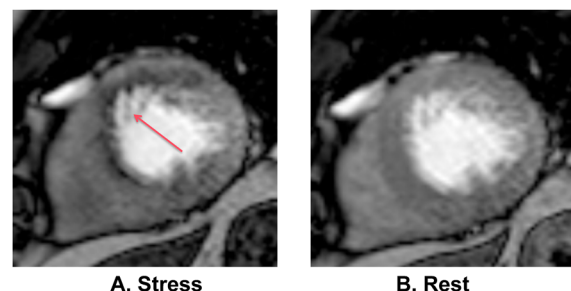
Short axis first pass perfusion magnetic resonance image
